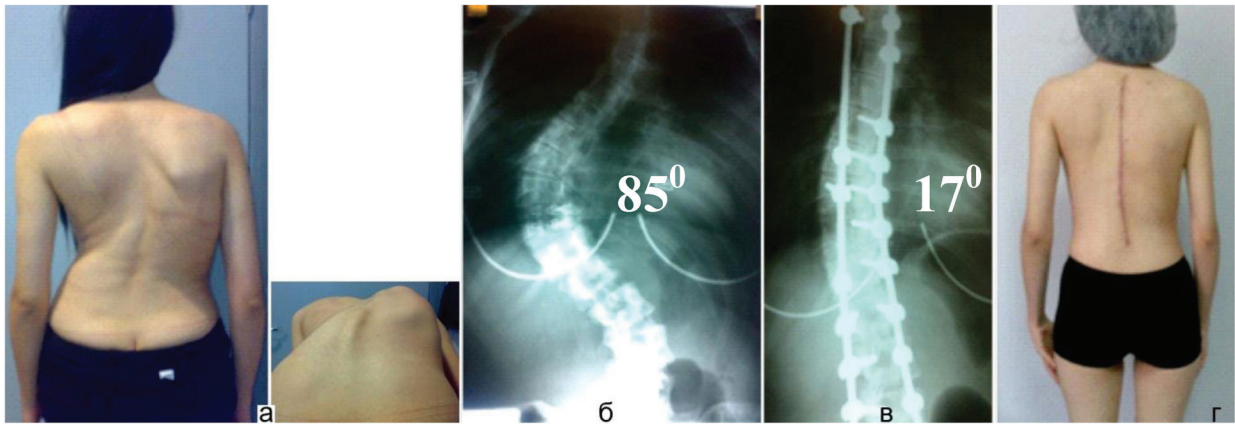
Больная Р., 17 лет: а, г) внешний вид до и после лечения; б, в) рентгенограммы грудно-поясничного отдела позвоночника
